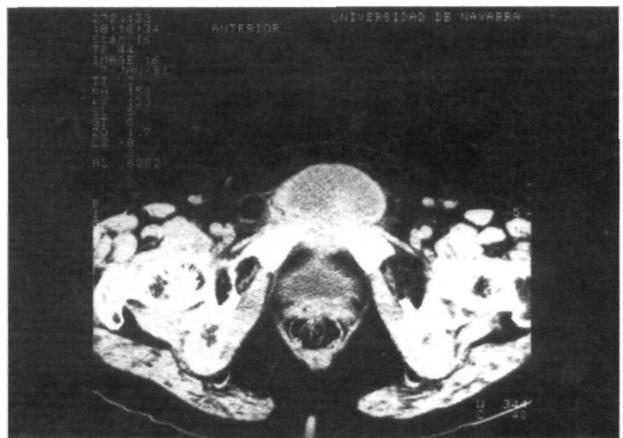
Alteración de la textura ósea, con imágenes de fragmentación en el TAC pélvico y colección líquida en parte anterior del pubis.
